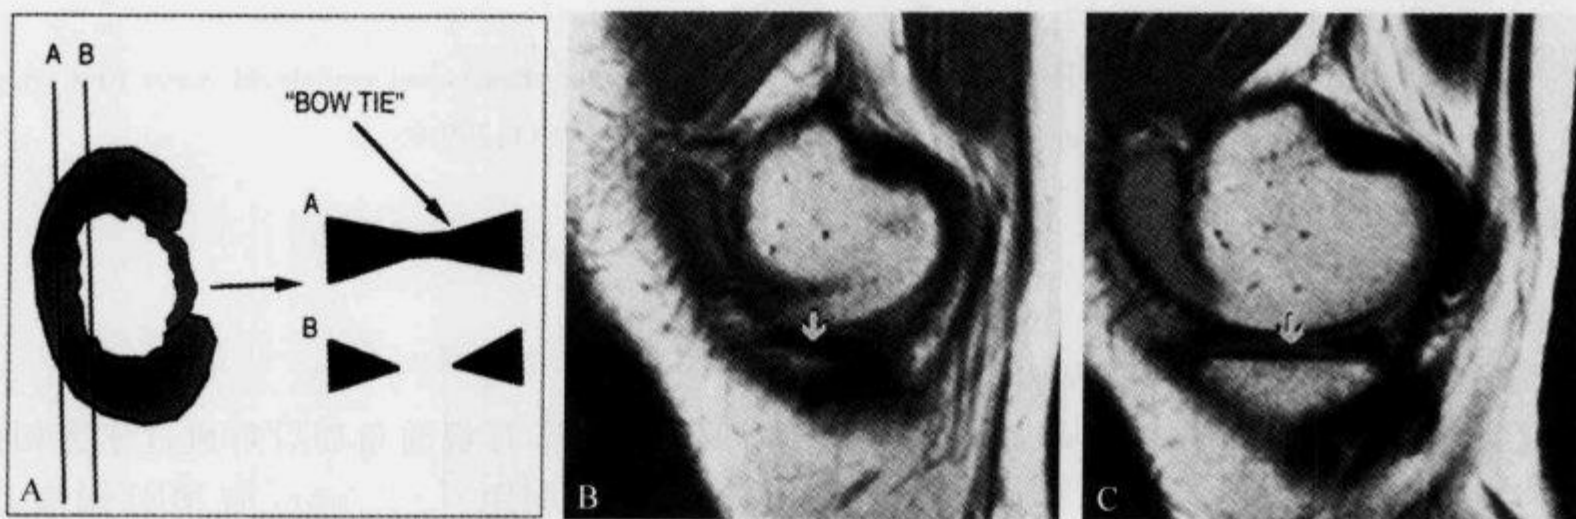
矢状位 MRI 示桶柄状撕裂的“领结消失征”
